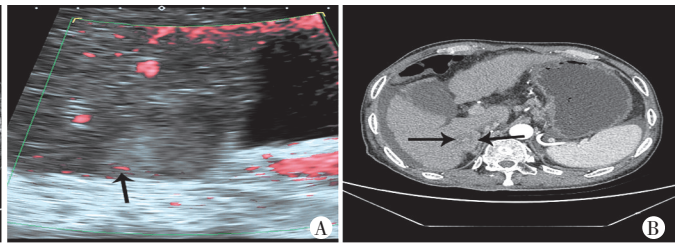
同图1病灶,PRFA治疗后肝癌SMI和增强CT图像
